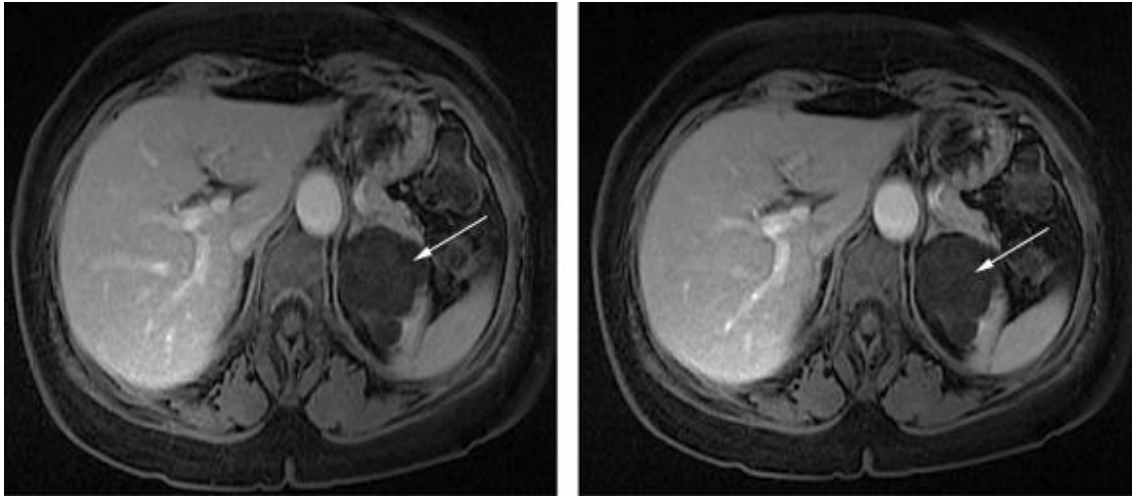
RM de abdomen: Lesión quística polilobulada en el polo superior del riñón izquierdo con tabicaciones, sin engrosamientos evidentes aun tras la administración de contraste paramagnético (Bosniak II F).
